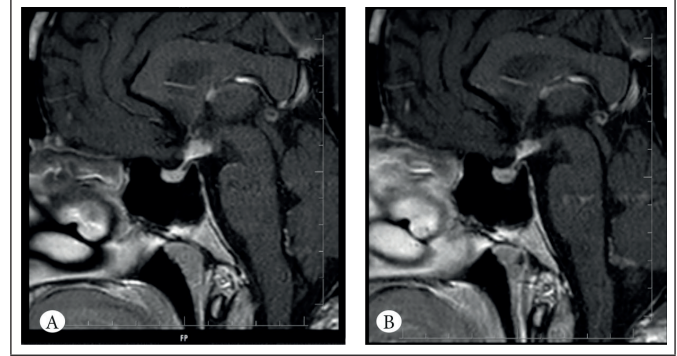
A) İlk başvurudaki hipofizer manyetik rezonans görüntüsü; Adenohipofiz ve hipofizer infundibulumun kalınlık ve kontrastlanması normal, hipotalamusta yaklaşık 12x6x10mm boyutunda yoğun kontrastlanma alanı görülmektedir. B) Tedavinin altıncı ayında MRG; Hipotalamusta 10x5x8 mm boyutunda belirgin kontrastlanan T2 hipointens lezyon önceki MRG ye göre stabil izlenmektedir.
